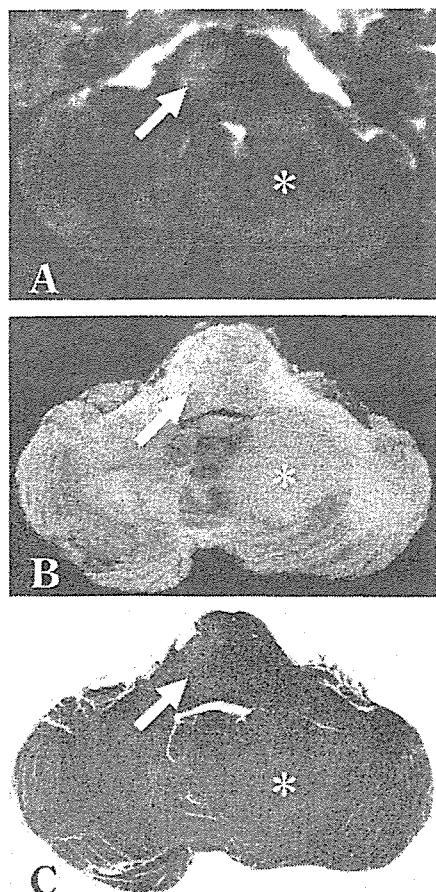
橋・小脳レベルのMRI T2強調画像(A)と同レベルの固定後剖面(B),HE染色ルーペ像(C)。橋中心に認める高信号病変はPML(↑),左小脳に認める腫瘍病変(*)はmalignant lymphomaであった。
